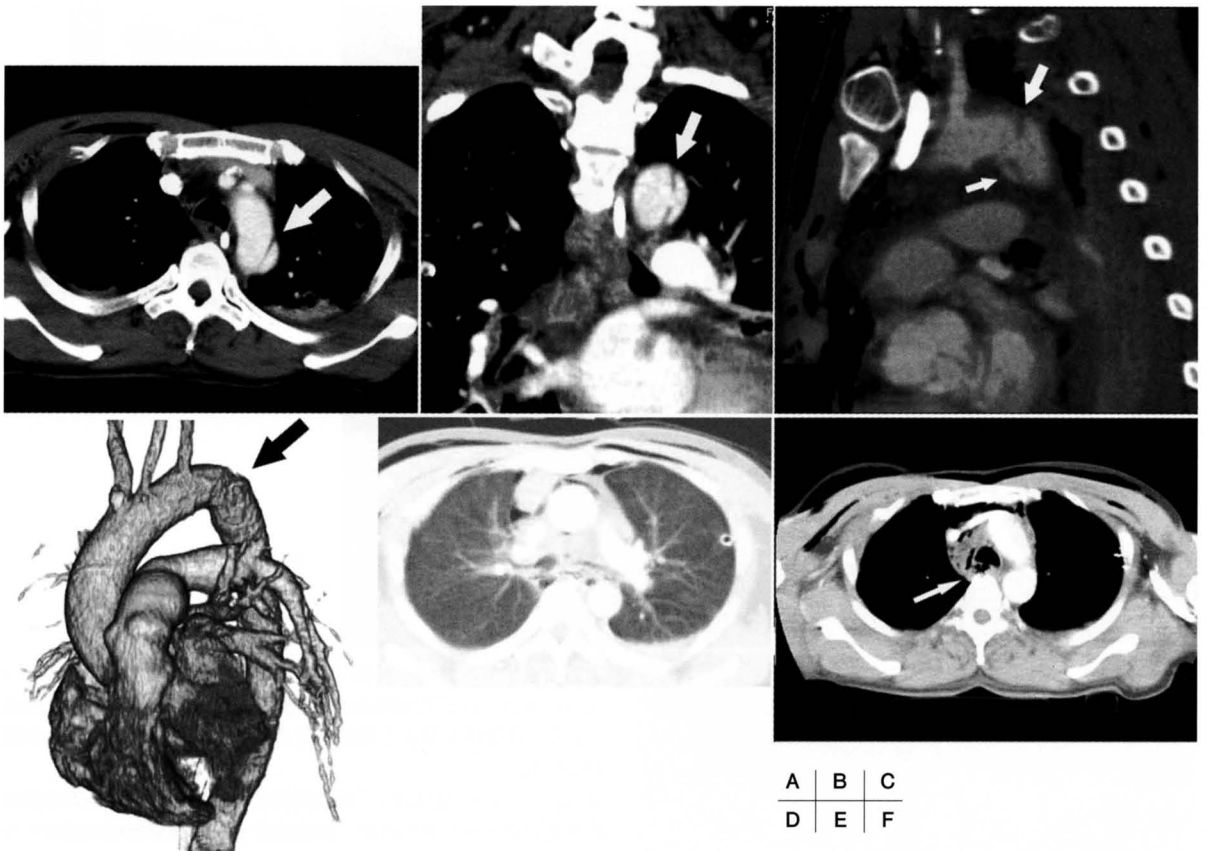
造影CT軸位断像 胸部大動脈遠位弓部に剥離内膜と思われる線状陰影が認められる(矢印)。
